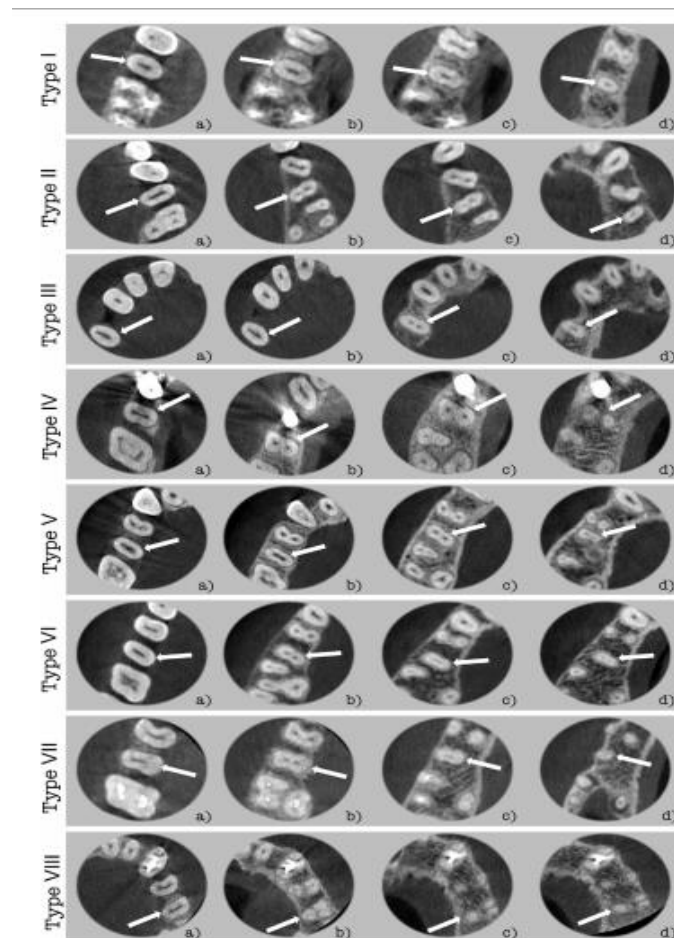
Imagen tomada por el CBCT en un corte axial del segundo premolar superior. Tomado de: Abella et al, 2015, p.5
